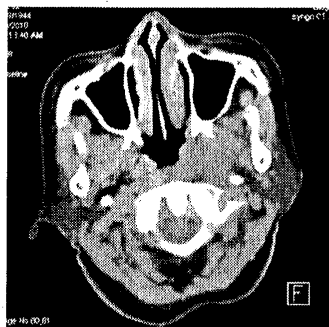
Trước điều trị: khối u nhỏ chỉ được phát hiện trên PET/CT
